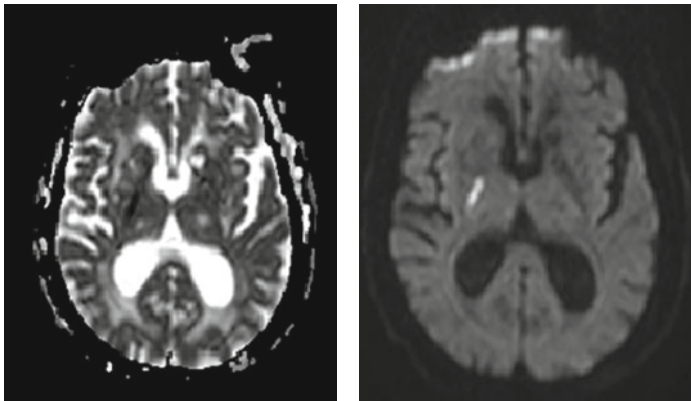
Accident vasculaire cérébral ischémique dans le territoire de l'artère choroïdienne antérieure droite. À gauche, restriction de signal ADC en IRM au niveau du bras postérieur de la capsule interne droite ; à droite, hypersignal B 1000 en IRM au même niveau.
